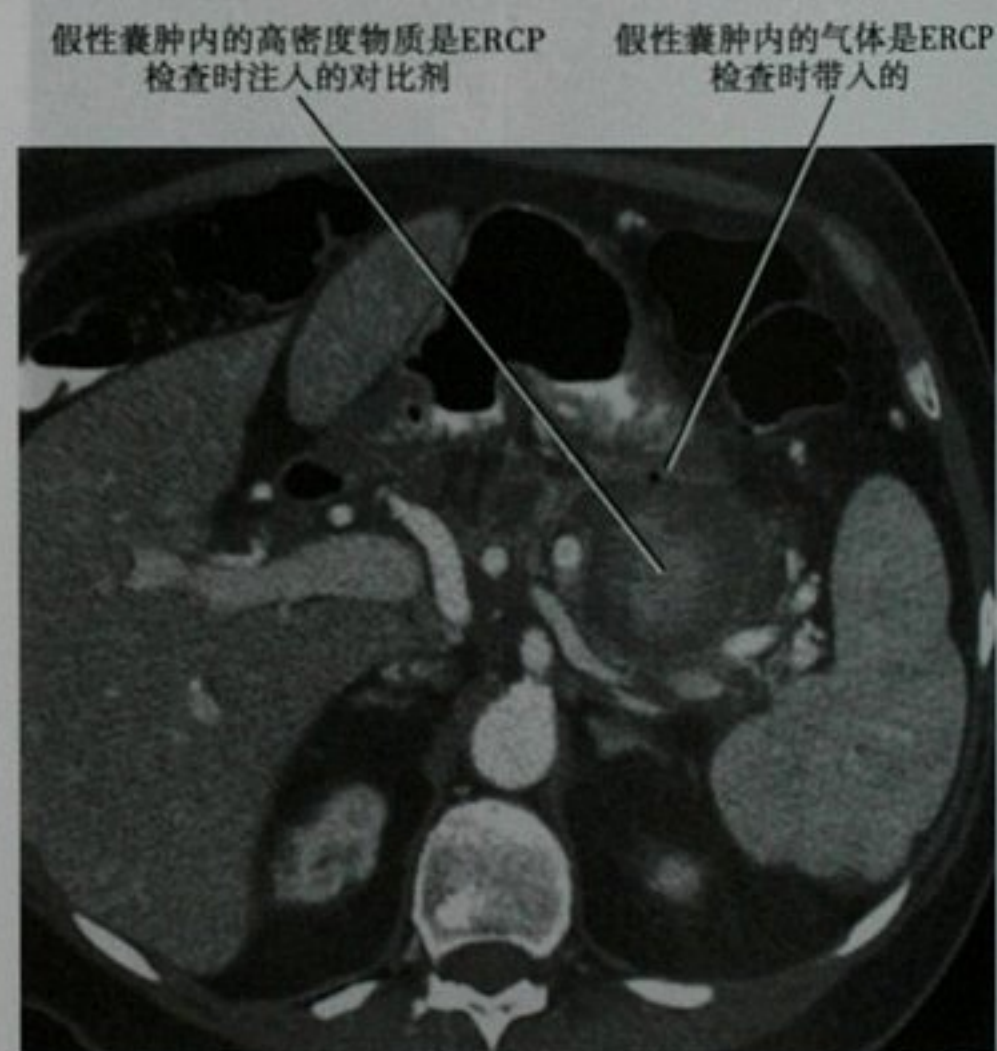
胰腺假性囊肿患者,近期接受过ERCP检查。通过胰腺层面的增强横断面CT图像,由于假性囊肿与胰管相通,使得气体和对比剂进入假性囊肿内
